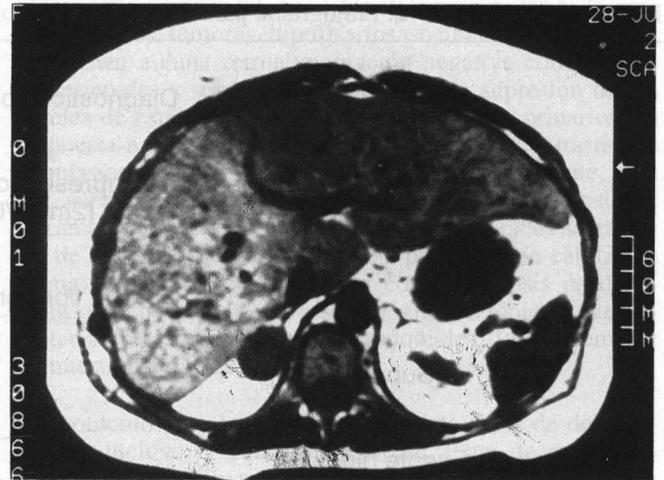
Tomografía axial que señala la presencia de un adenoma de la suprarrenal izquierda.
